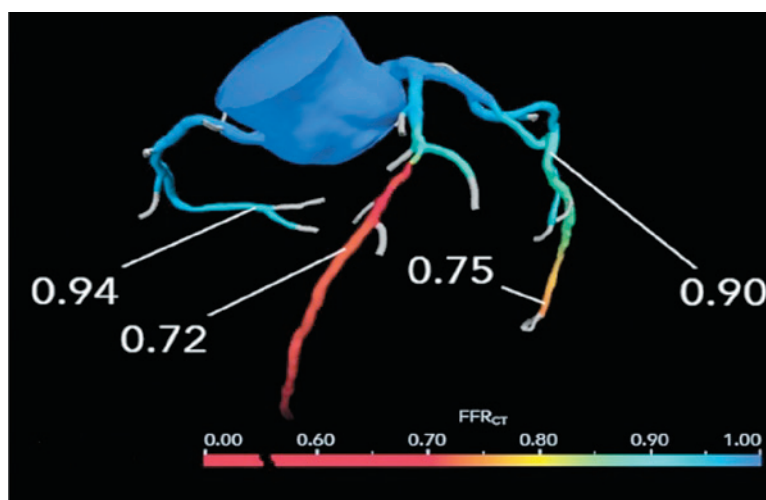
КТ-коронарная ангиография с применением технологии FFR_{CT} HeartFlow® (Rajiah P, et al. (2022) [23])
